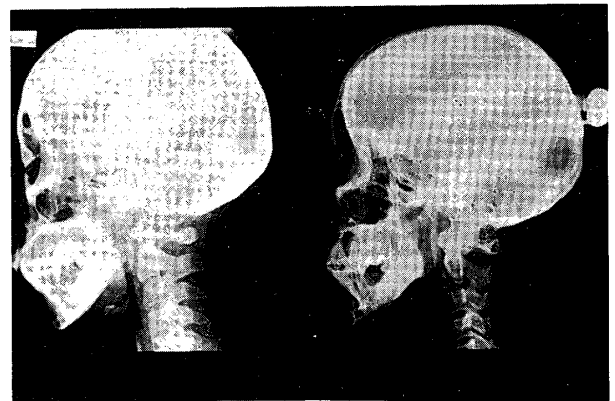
Cephalometric x-ray comparison: before (left) and after (right) operation.
